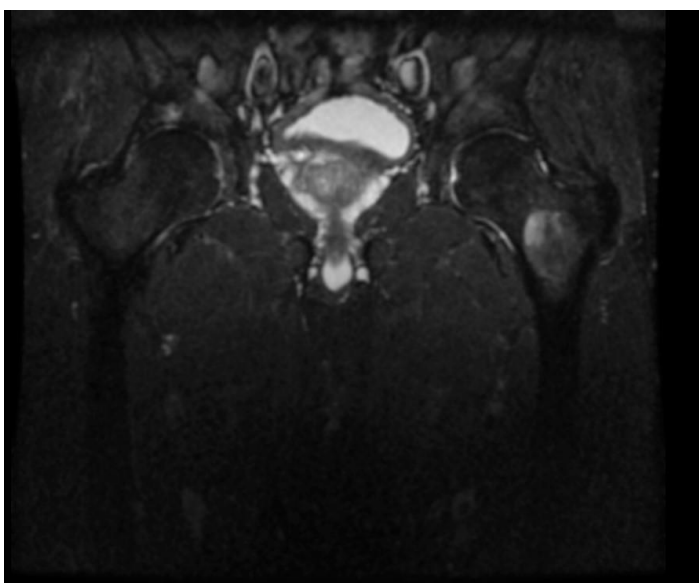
Imagen de resonancia magnética en la que se evidencia en secuencia T2 la lesión con hiperseñal en porción proximal de fémur.
